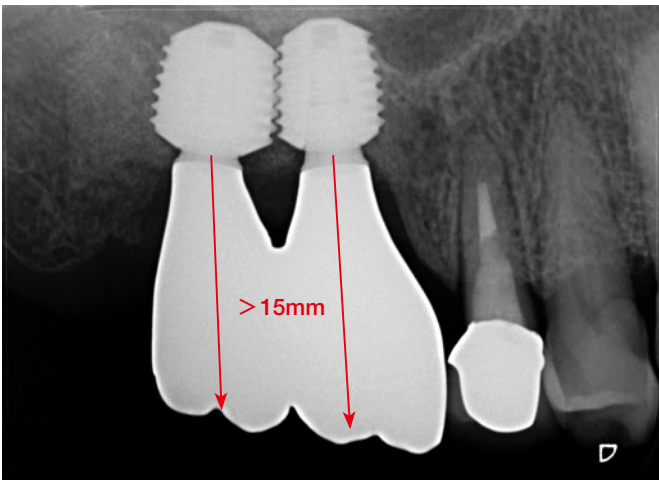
上部構造装着後4年のフォローアップ時デンタルX線所見。CHSは15mm以上あったので上部構造は連結している。CHSが長い場合は、ワイド径のインプラントを使用し連結した方が良い。
